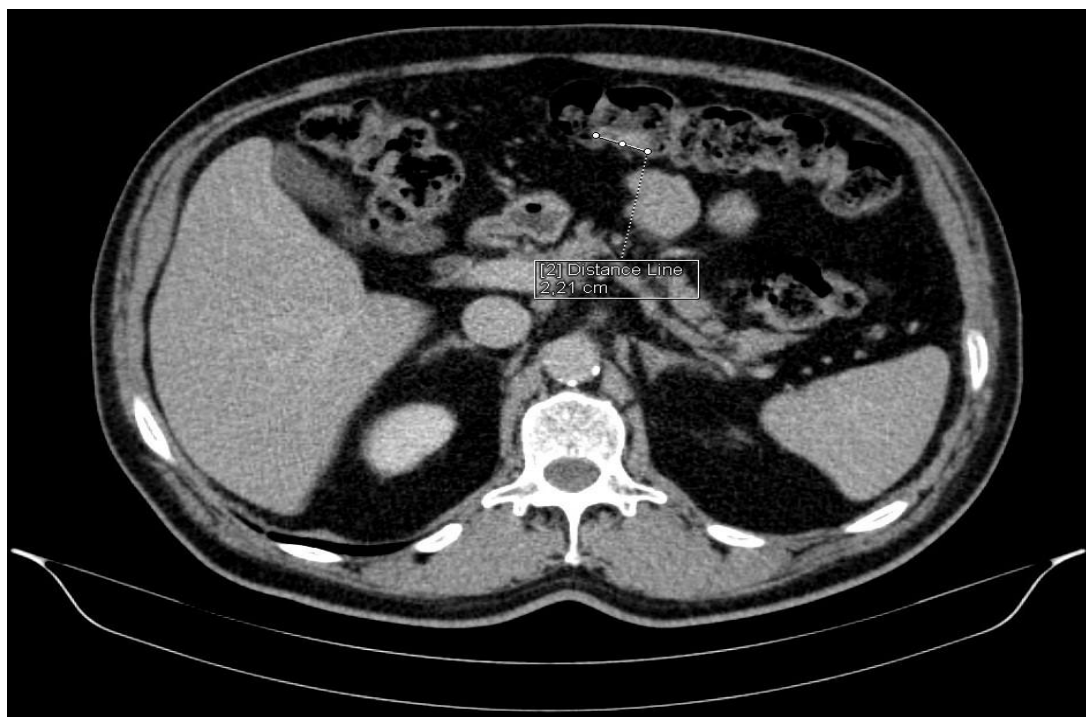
Контрольная КТ органов брюшной с внутривенным контрастированием в аксиальной проекции после 4-х курсов НАХТ (16.08.2022): уменьшение размеров первичной опухоли
